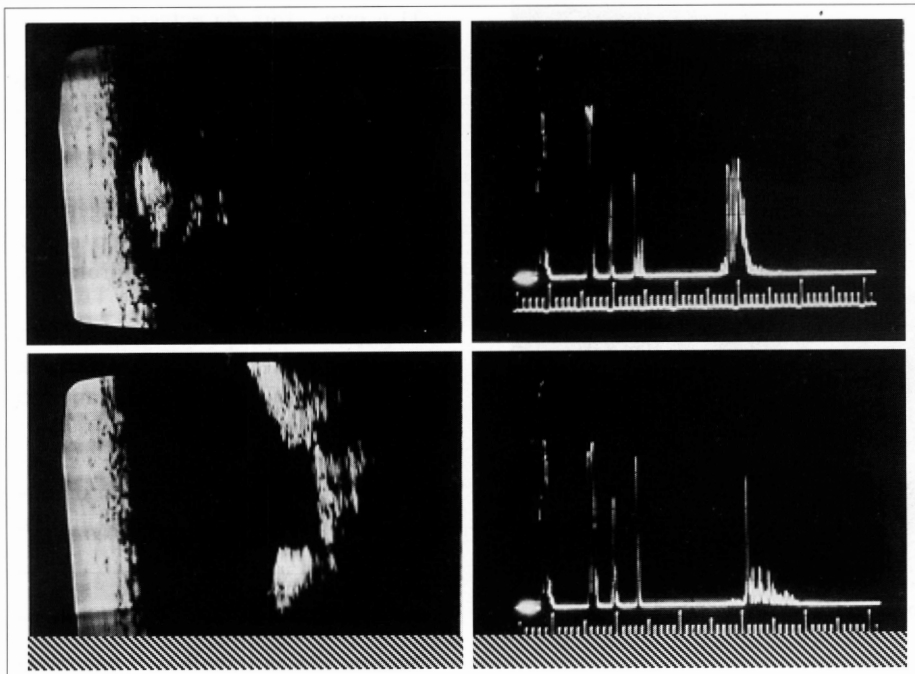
Ecografia (B-Scan). À esquerda; Superior: Microftalmia, Inferior: ampla ectasia papilar. À direita: Ecobiometria mostrando os diâmetros A-P: Superior: (21,6 mm) fora da ectasia, Inferior: (25,9 mm) dentro da escavação.
